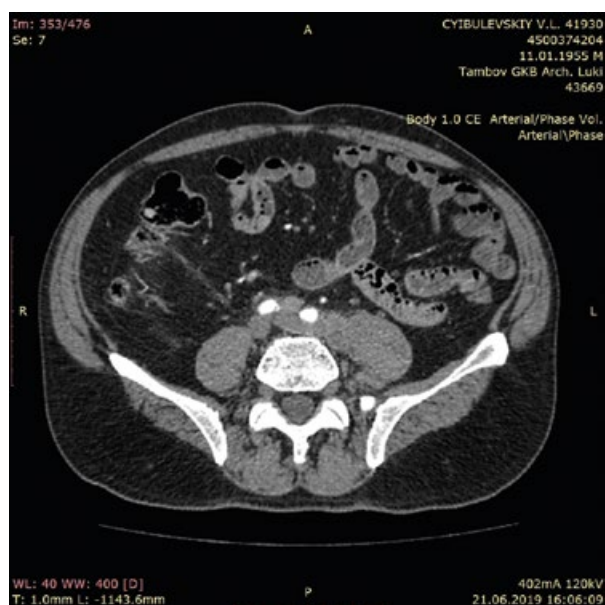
Компьютерная томография брюшной полости больного К., 65 лет. Визуализируется массивное опухолевое образование с вовлечением правой почки, измененные парааортальные лимфатические узлы
